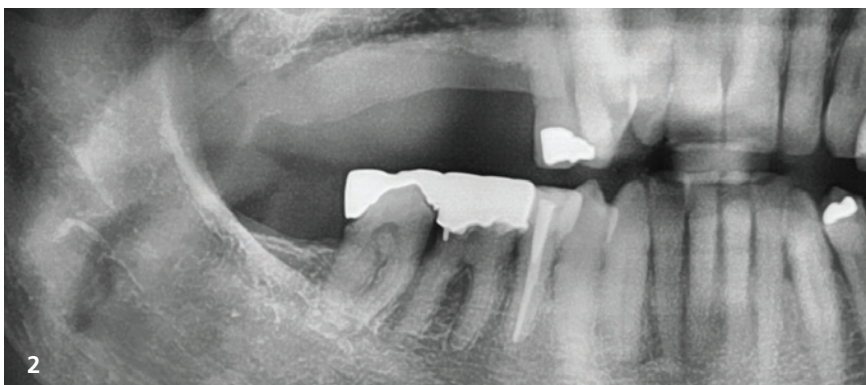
Die Zähne 15 und 16 waren nicht erhaltungswürdig und wurden vor der Implantatbehandlung extrahiert. – Abb. 2: Panoramaröntgenbild. Ausreichendes Knochenangebot im oberen Seitenzahnbereich. – Abb. 3: Mukoperiostlappen und Richtungsindikatoren in situ. – Abb. 4: Insertion eines OmniTaper EV-Implantats ($\varnothing 3,8 \times 11$ mm) in Regio 15 mit dem TempBase-Eindrehinstrument. – Abb. 5: Insertion der beiden OmniTaper EV-Implantate mit den vormontierten TempBase-Abutments.
